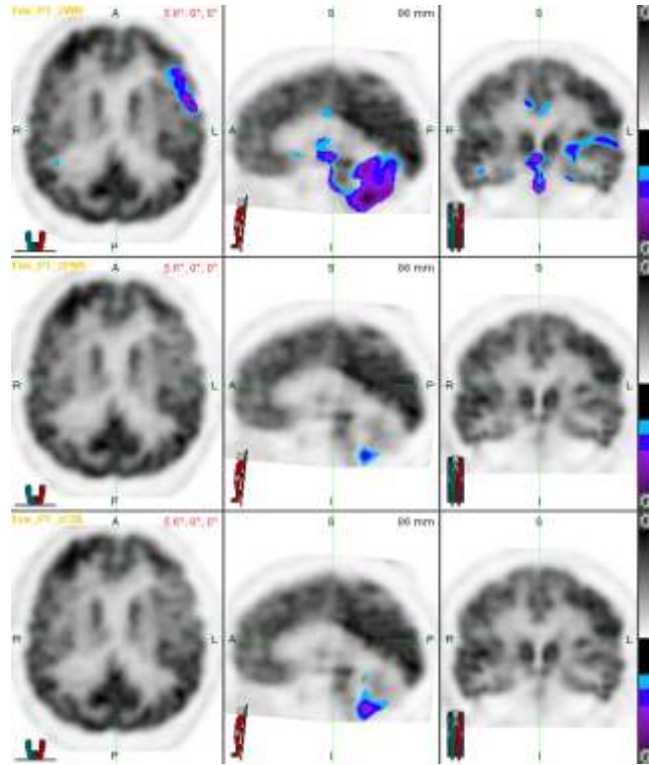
Olgu1' e ait tTMU sonrası PET görüntüsü
